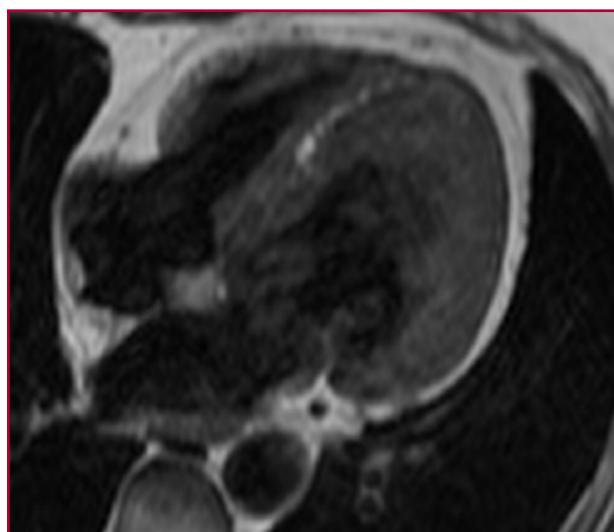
Resonancia magnética cardíaca, secuencia potenciada en T1. Véase explicación en el texto.
